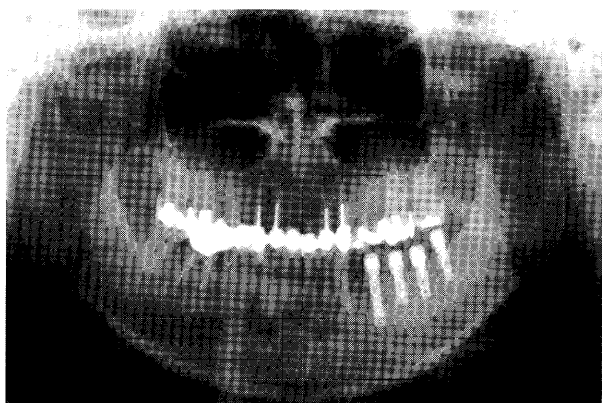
骨移植1年後のX線写真で移植骨と残存骨との境界は不明で生着は良好である。
